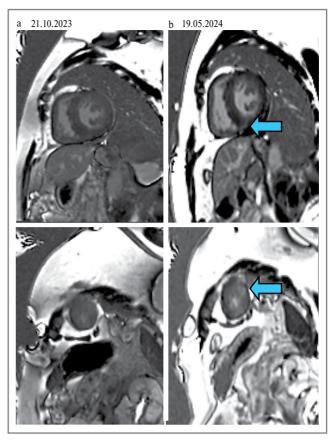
МРТ сераца пациентки. Δ вухкамерное сераце по короткой оси: a — на постконтрастных изображениях отсутствуют очаги замедленного вымывания КВ; b — на постконтрастных изображениях в динамике определяются интрамиокардиальные очаги замедленного вымывания КВ (указан стрелкой).
